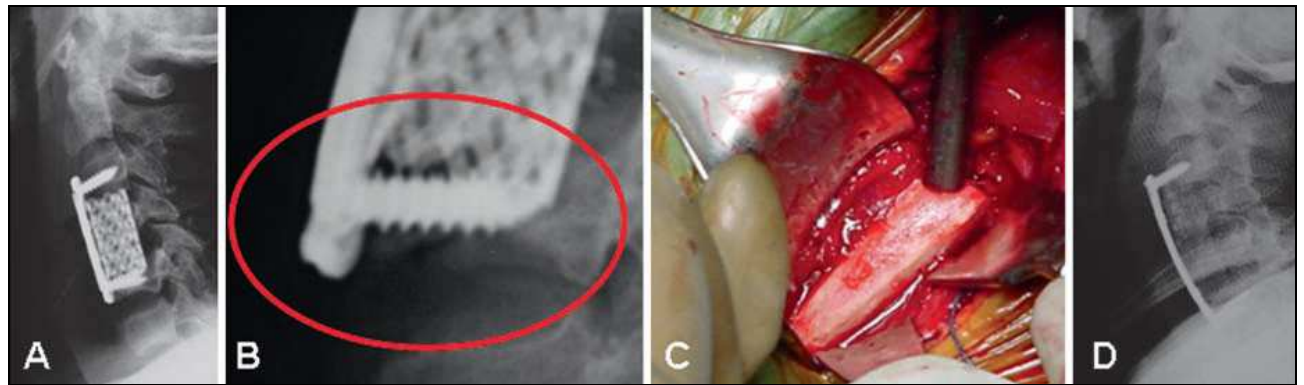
Figure n 41 : (A, B) Radiographie d'un patient avec myélopathie cervicale, affichant l'affaissement d'une cage de maille de titane. Le cercle montre la vis distale a été à tort implanté dans un corps vertébral ostéoporotique, avec une petite quantité d'os.
